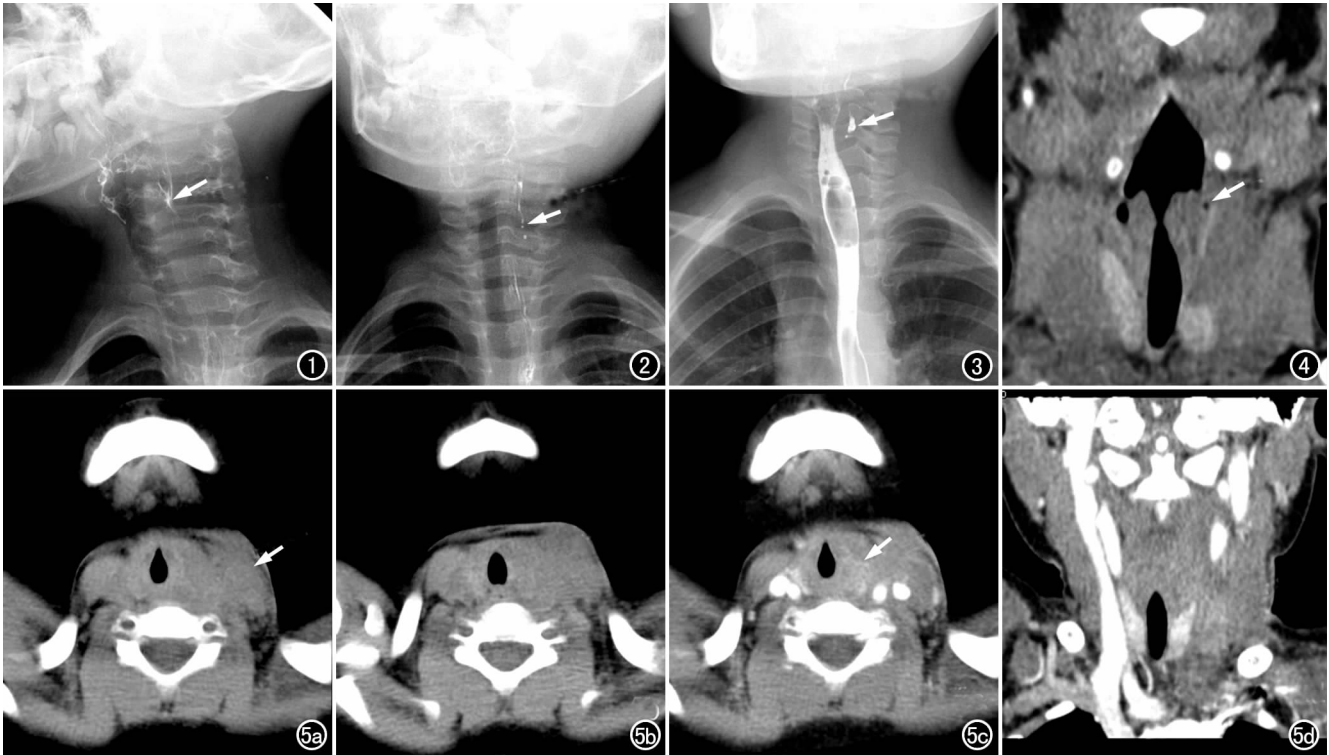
左侧梨状窝瘘。食管钡剂造影示左梨状窝下缘变深、变尖、局部毛糙(箭)。 图 2 左侧梨状窝瘘。食管钡剂造影示左梨状窝瘘道形成,长约 1.4 cm(箭)。 图 3 左侧梨状窝瘘。食管钡剂造影示左梨状窝可见瘘道合并末端窦腔形成(箭)。 图 4 左侧梨状窝瘘。CT 冠状面图像示左侧梨状窝细窄,周围软组织肿胀,密度不均匀(箭)。 图 5 左侧梨状窝瘘。a) CT 平扫示左侧颈部软组织较对侧增厚,形态不规则(箭); b) 稍下层面示左侧颈部软组织增厚,边界欠清; c) CT 增强扫描示左侧颈部软组织不均匀轻度强化,夹杂线状强化影; d) 冠状面重组图像显示软组织肿胀范围(箭)。
